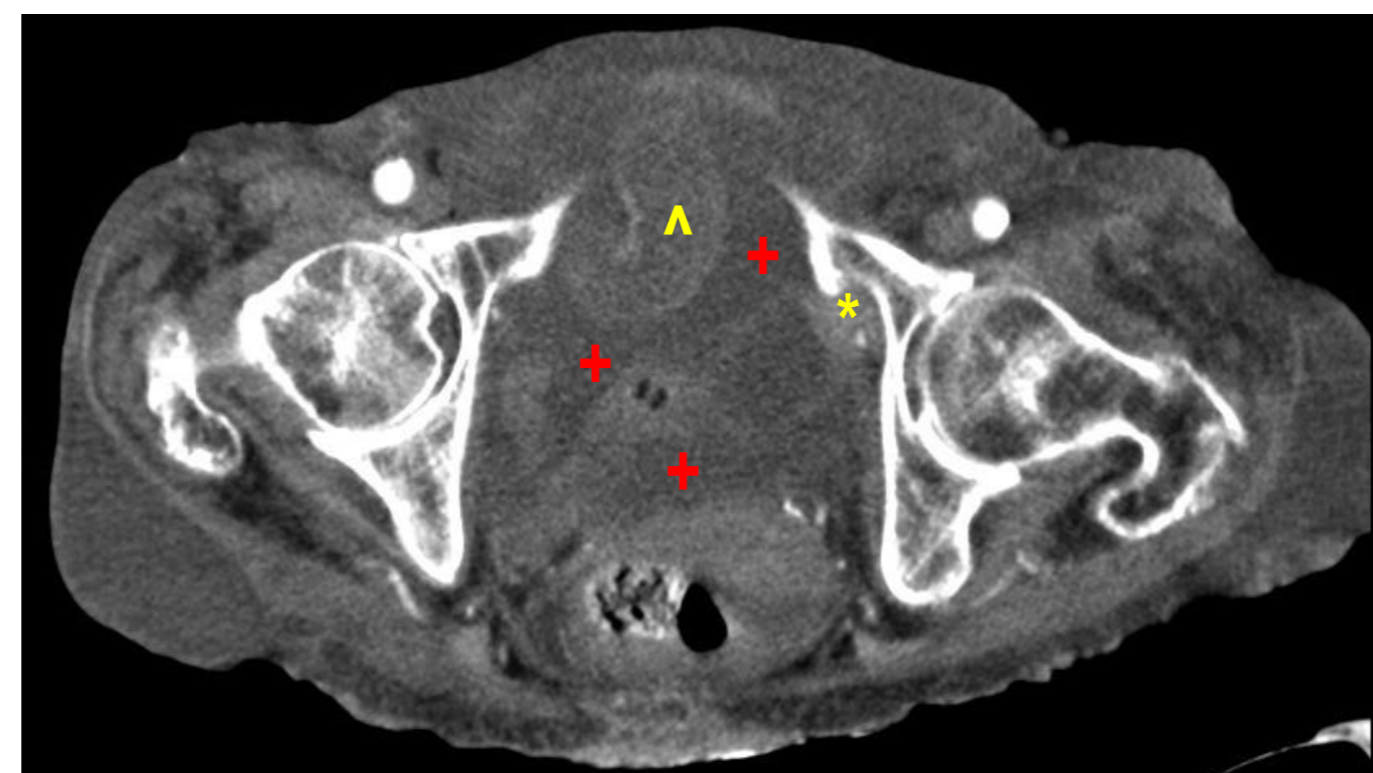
TAC Abdominal contrastado día 25. Arriba: +Líquido peritoneal libre, +Asas intestinales edematizadas y dilatadas. Abajo: Intestino delgado en el canal obturador izquierdo.
